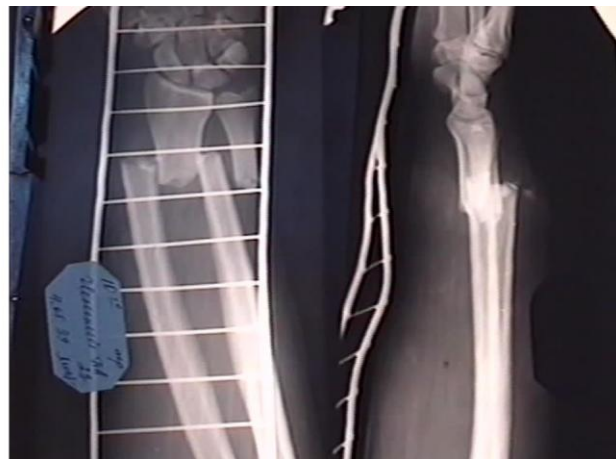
Клинический пример 1. Больной Ч., 20 лет: а – вид конечности при поступлении, б – фоторентгенограмма при поступлении.
